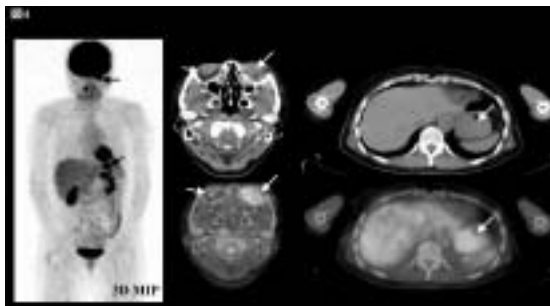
F-18 FDG PET/CTによる胃と眼窩のMALTリンパ腫の描出
